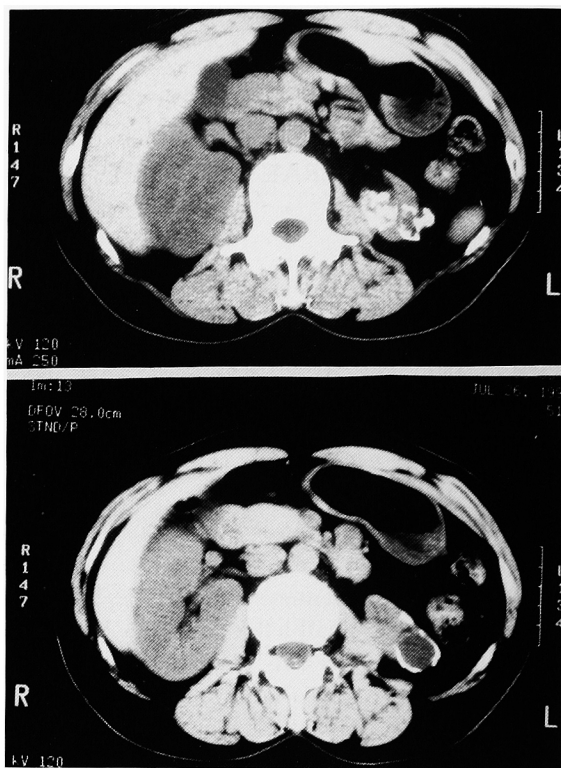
Abdominal CT scan. The CT scan reveals the ring and diffuse calcifications in a very small left kidney.
